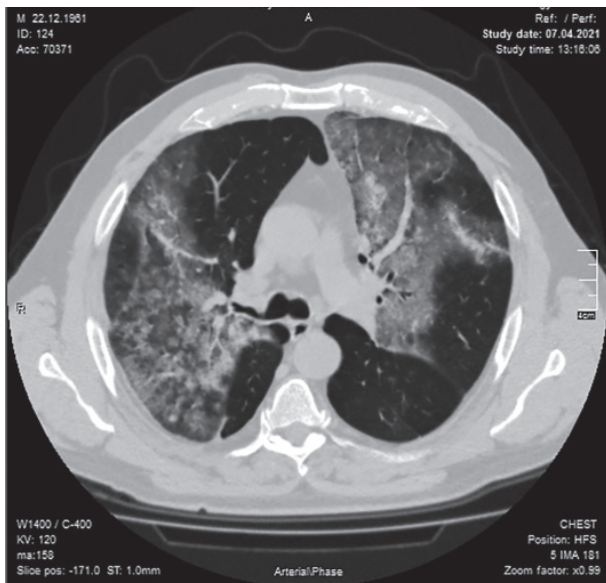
Аксіальний зріз КТ ОГК хворого С. з негоспітальною пневмонією вірусної етіології (COVID-19) та супутньою БА на рівні біфуркації трахеї. Визначаються ознаки двобічної полісегментарної пневмонії з елементами «матового скла», консолидації та симптому «бруківки» («crazy-paving»).
